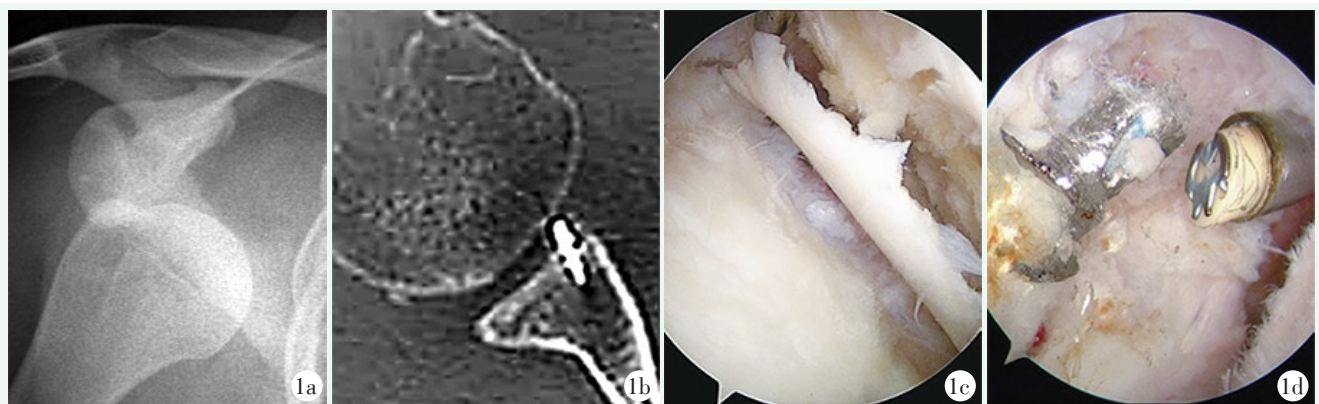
患者, 男, 30 岁 1a: 外伤致右肩前脱位 1b: 行镜下 Bankart 损伤修复术后, CT 显示金属锚钉尾端高出肩盂骨质边缘, 锚钉与肱骨头撞击伴磨损 1c, 1d: 术后半年再次外伤脱位, 二次手术镜下见原 Bankart 修复缝线断裂、金属锚钉外露。肱骨头软骨大面积磨损、剥脱, 呈骨性关节炎改变
